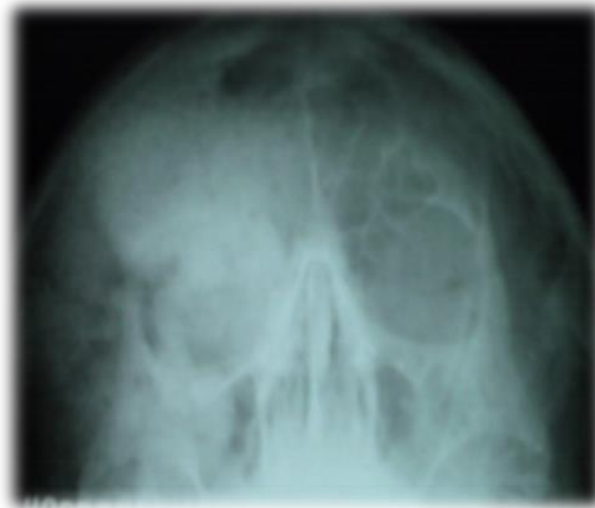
Radiografía de senos paranasales. Vista de *Water*
